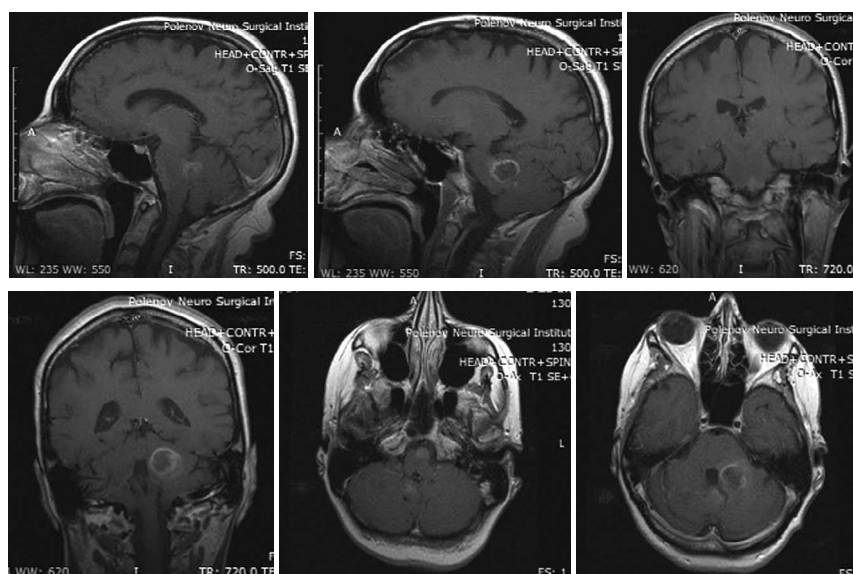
(а, б, в). На серии МРТ головного мозга, выполненных в коронарной, аксиальной и сагиттальной проекциях в T1 последовательностях, выявляется патологическое образование 23х20х20 мм в области верхней ножки мозжечка слева, накапливающее контраст по периферии. Отмечается накопление контраста в области левой половины Варолиева моста и левой ножки мозга размерами 9х11 мм
